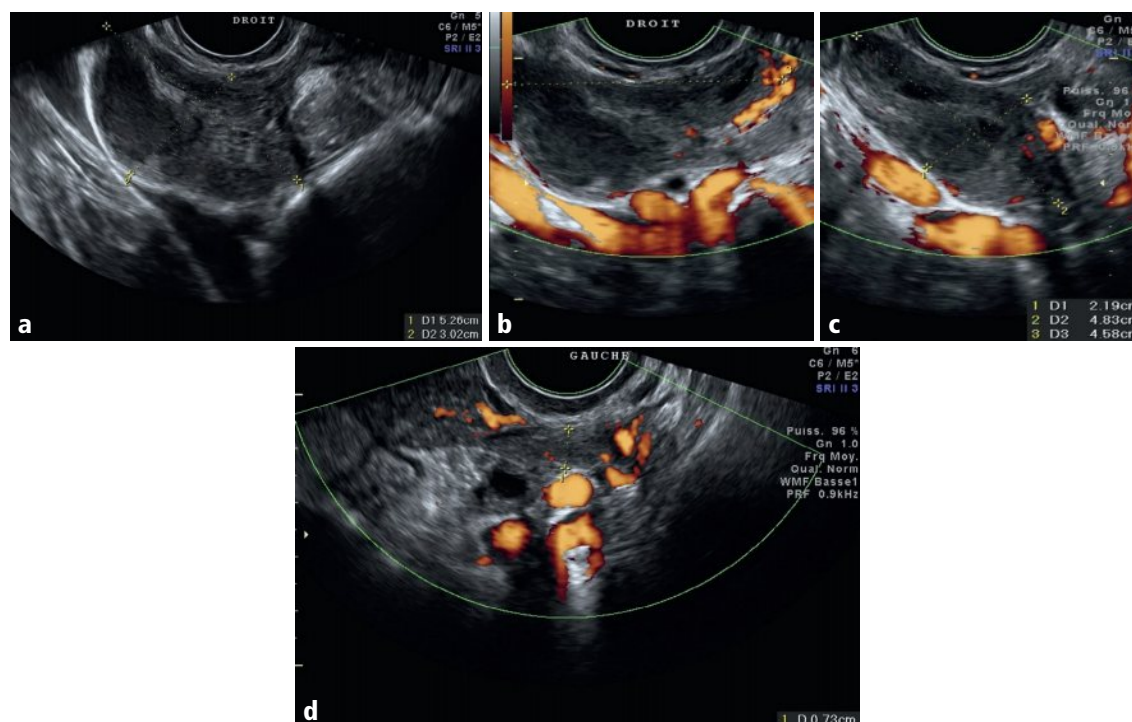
a-d Annexe droite, en mode B, dans le plan axial (a), et en Doppler énergie, dans les plans axial (b) et sagittal (c). Annexe gauche, en Doppler énergie, dans le plan axial (d).
